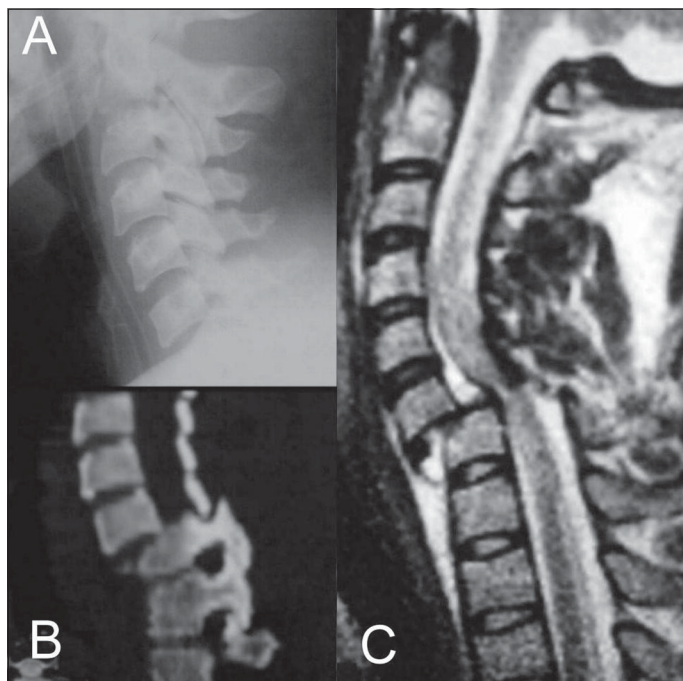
Caso 2: A. Radiografía lateral de ingreso que no demuestra lesión. B y C. Reconstrucción sagital TAC y RMI T2 sagital demuestran luxofractura C6-C7.
